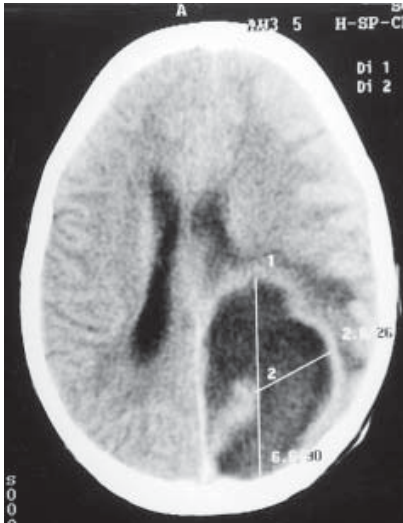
TC demonstrando lesão hipodensa na região parietal esquerda, encapsulada, com edema perilesional e condicionando a um grande efeito de massa, compatível com abscesso cerebral.
